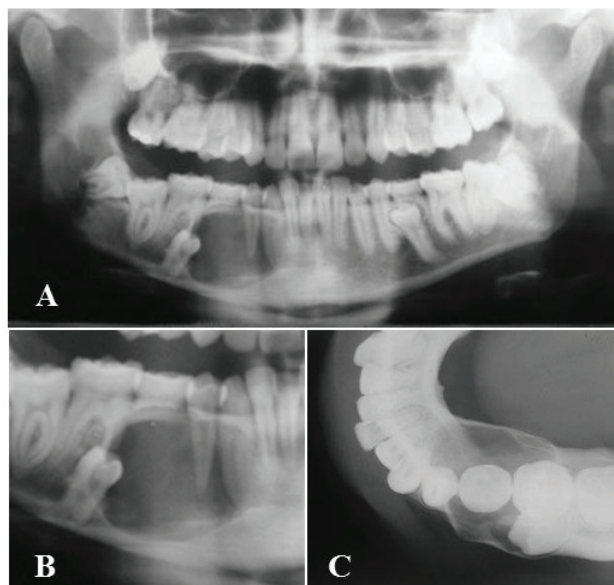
(A) Radiografia panorâmica evidenciando área radiolúcida unilocular em região de corpo mandibular direito e sua vista ampliada em B. (C) Radiografia oclusal evidenciando expansão das corticais ósseas vestibular e lingual.
